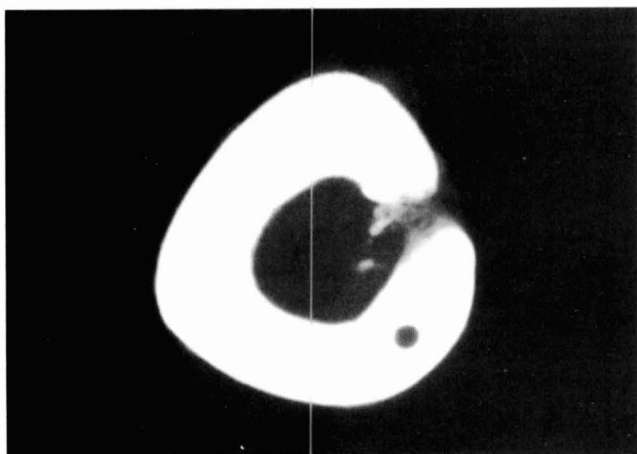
Radiografía de un corte transversal. Agujero no bombardeado.
